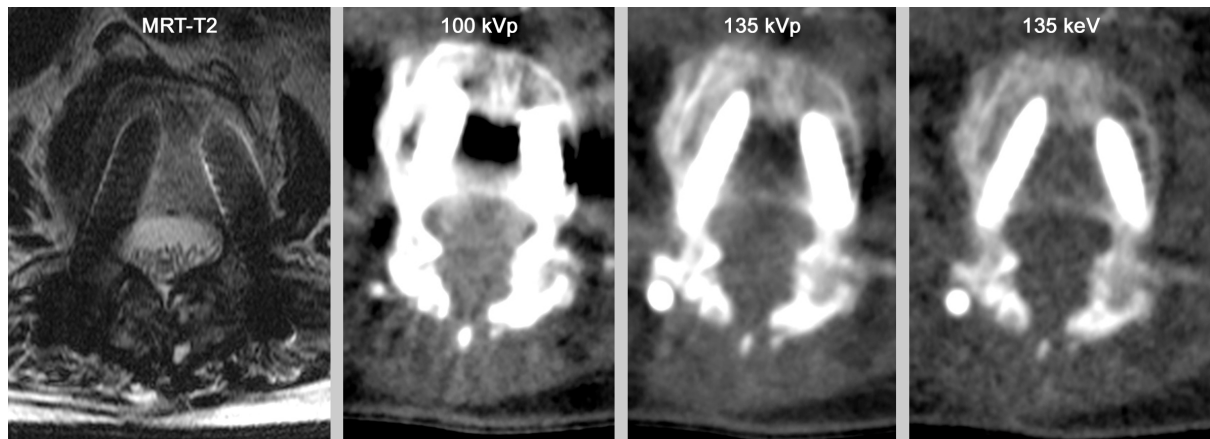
Virtuelle monochromatische Bilder zur Metallartefaktreduktion an der Wirbelsäule. Links – rechts: T2-gewichtetes MRT-Bild bei 1,5-Tesla mit Metallartefaktreduktionssequenzen; 100 kVp konventionelle CT; 135 kVp konventionelle CT; 135 keV-Rekonstruktion eines DECT. Suszeptibilitätsartefakte in der MRT erschweren die Beurteilung der Schraubenlage durch lokale Störung des Magnetfeldes. In der konventionellen CT (100 kVp) kommt es zu Aufhärtings- und Streuungsartefakten, die die Beurteilung des Metalls und des Knochens zwischen den beiden Schrauben erschweren. Dies kann zum Teil durch eine Erhöhung der Röhrenspannung ausgeglichen werden (135 kVp). Die deutlichste Reduktion der Metallartefakte wird jedoch in der DECT mit monochromatischen Bildern erreicht (135 keV), wobei hier jedoch ein Kontrastverlust in Kauf genommen werden muss. [Originalabbildung durch den Autor]
